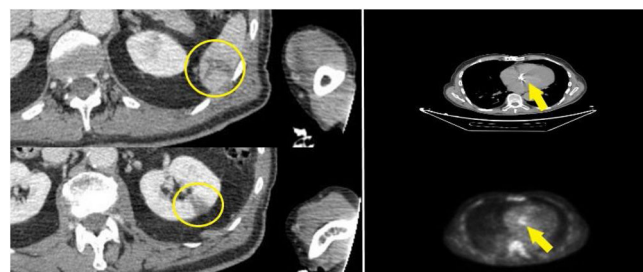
Estudio conjunto TC y PET-TC realizado por protocolo de endocarditis tras resultado no concluyente por ecocardiograma transesofágico mediante la administración de contraste por vía intravenosa y 18-FDG, con toma de imágenes desde la región cervical hasta incluir pelvis. Lesiones hipodensas de morfología triangular y de nueva aparición en polo inferior del bazo y región interpolar de riñón izquierdo, compatibles con pequeños infartos (círculos amarillos). Aumento focal de actividad metabólica (línea amarilla) sobre región anterior de anillo de válvula aórtica protésica, que impide descartar endocarditis, sin hallazgos desde punto de vista morfológico significativos.
